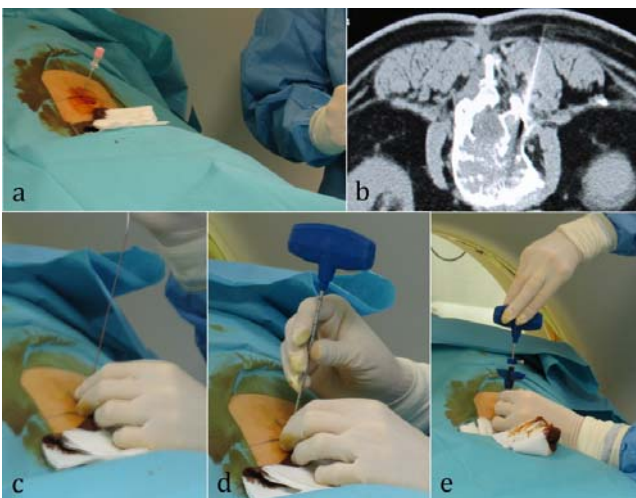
Utilisation du matériel coaxial de Laredo dans notre dossier. a : anesthésie locale traçante ; b : vérification du trajet de l'aiguille d'anesthésie sur une coupe tomographique ; c : introduction du guide rigide dans l'aiguille d'anesthésie, puis retrait de cette dernière ; d : le dispositif de Laredo (gaine externe, mandrin) est enfilé sur le guide et poussé jusqu'au contact osseux ; e : seule la gaine externe rigide est laissée en place pour permettre l'introduction de la tréphine dentée de prélèvement. L'opérateur fait progresser la tréphine dans l'os par des mouvements de rotation.
